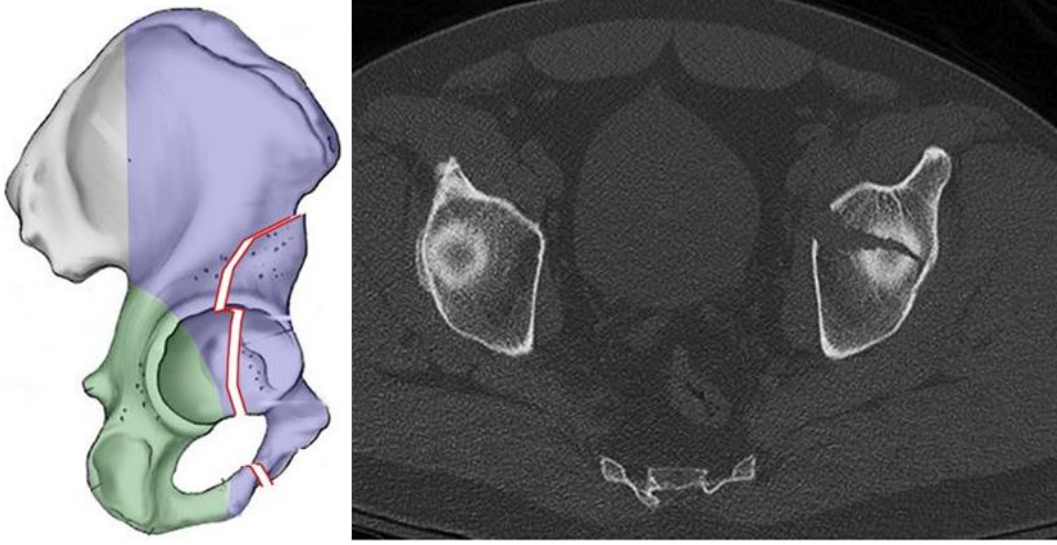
Anterior duvar kırığı şematik ve BT görüntüsü
